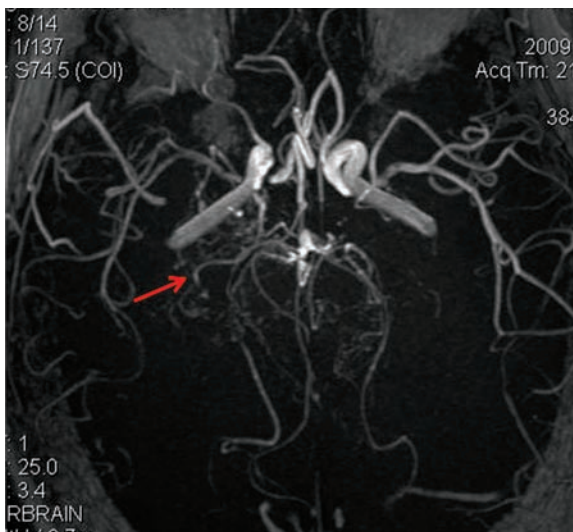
Varón de 15 años con pequeña isquemia silviana derecha. Angioresonancia de vasos intracraneanos. Nótese el desarrollo de pequeñas colaterales en el polígono de Willis (flecha), con aspecto de "nube de humo", hallazgo patognomónico de la enfermedad de MOYA-MOYA.
